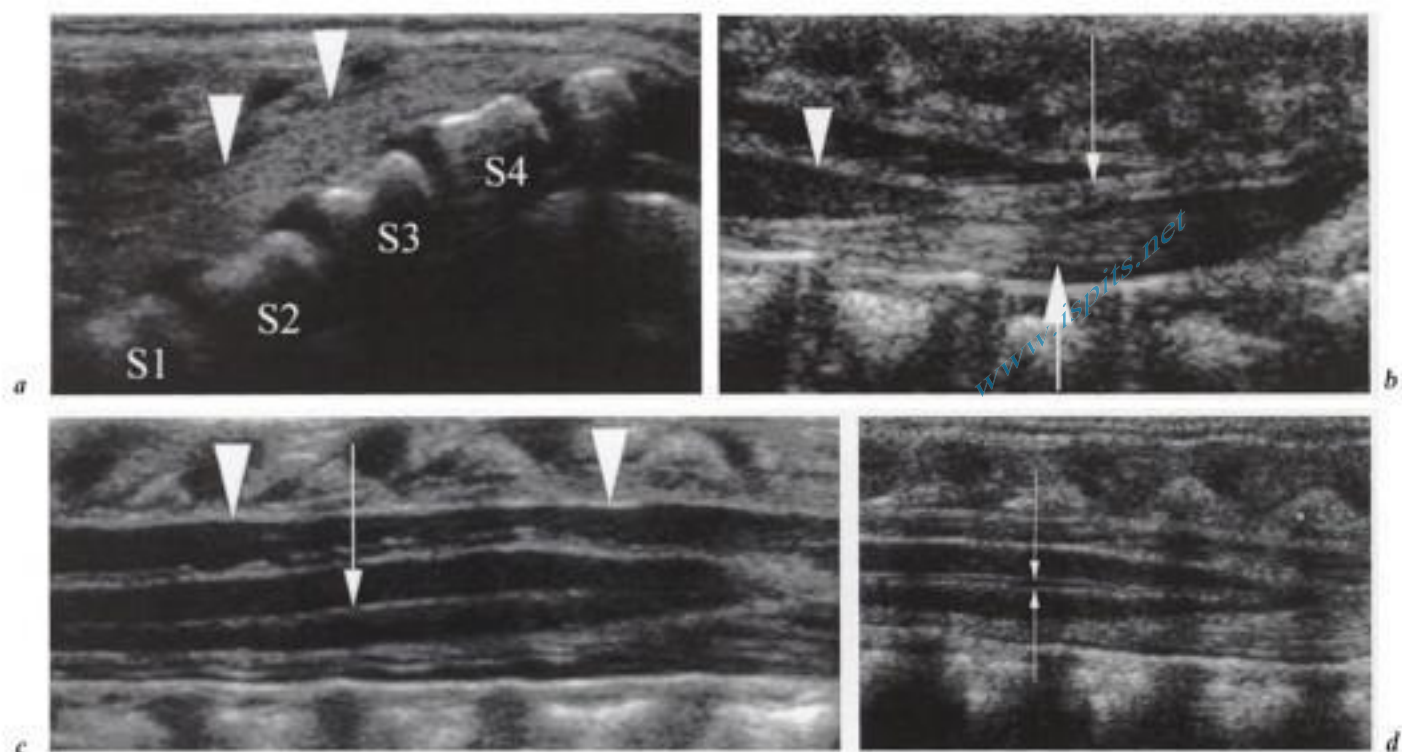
Échographie normale.
